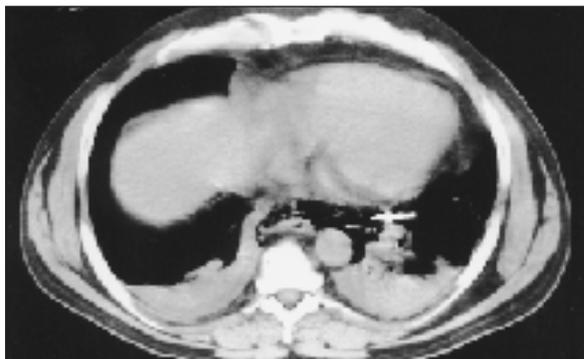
Tomografía axial computarizada torácica que pone de manifiesto la existencia de neumomediastino (flecha).
